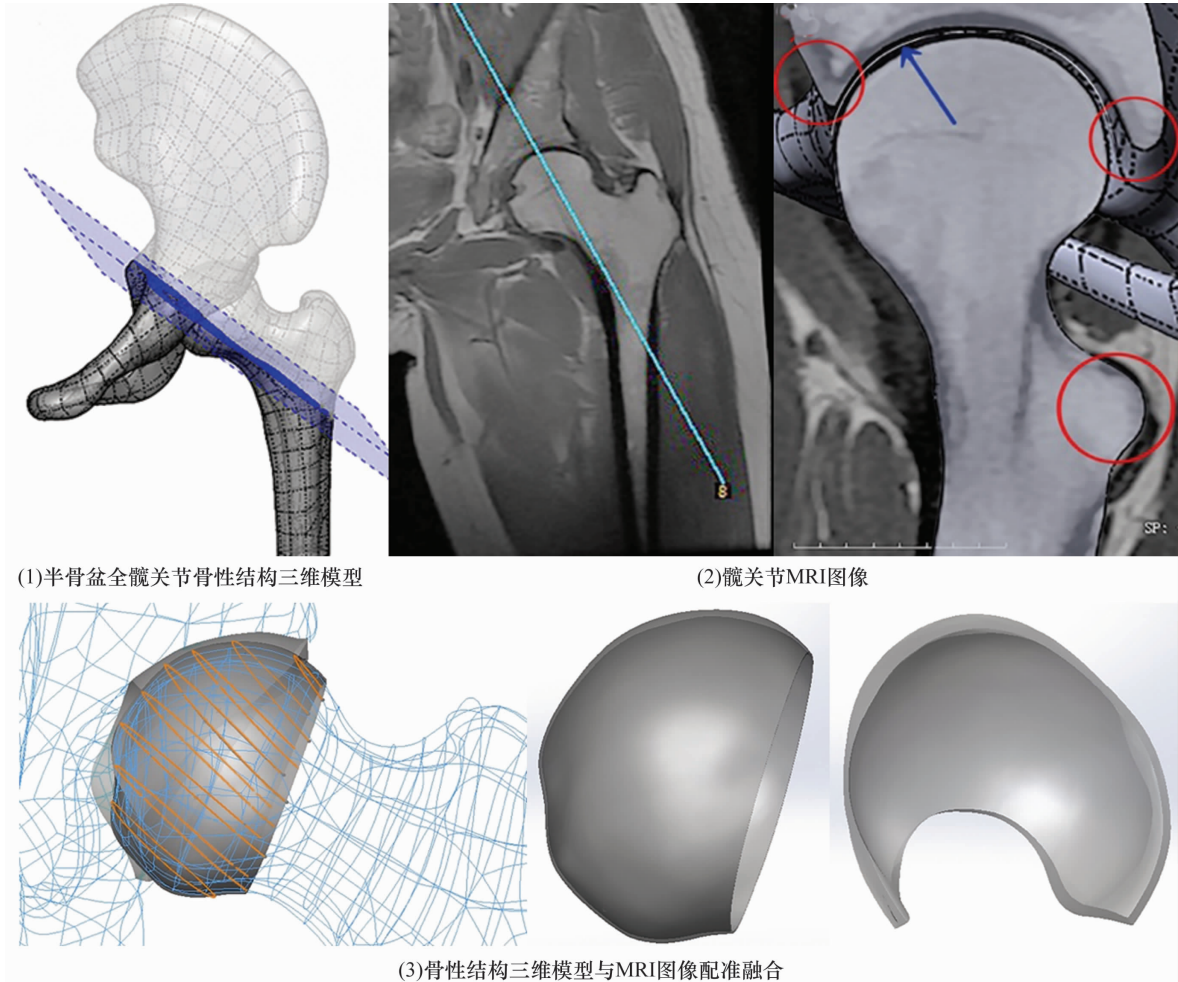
基于 CT 和 MRI 配准融合图像构建的半骨盆全髋关节软骨三维模型
